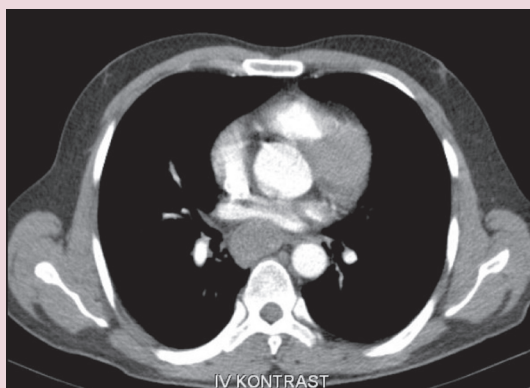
Thorax CT showing the increased attenuation of an esophageal mass and intramural hematoma of the esophagus.
